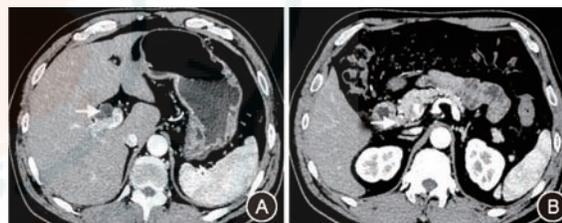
腹部增强 CT 动脉期 A: 近端胆管扩张, 宽约 1.6 cm (箭头示); B: 远端胆管偏心性强化, 考虑占位性病变 (箭头示)
